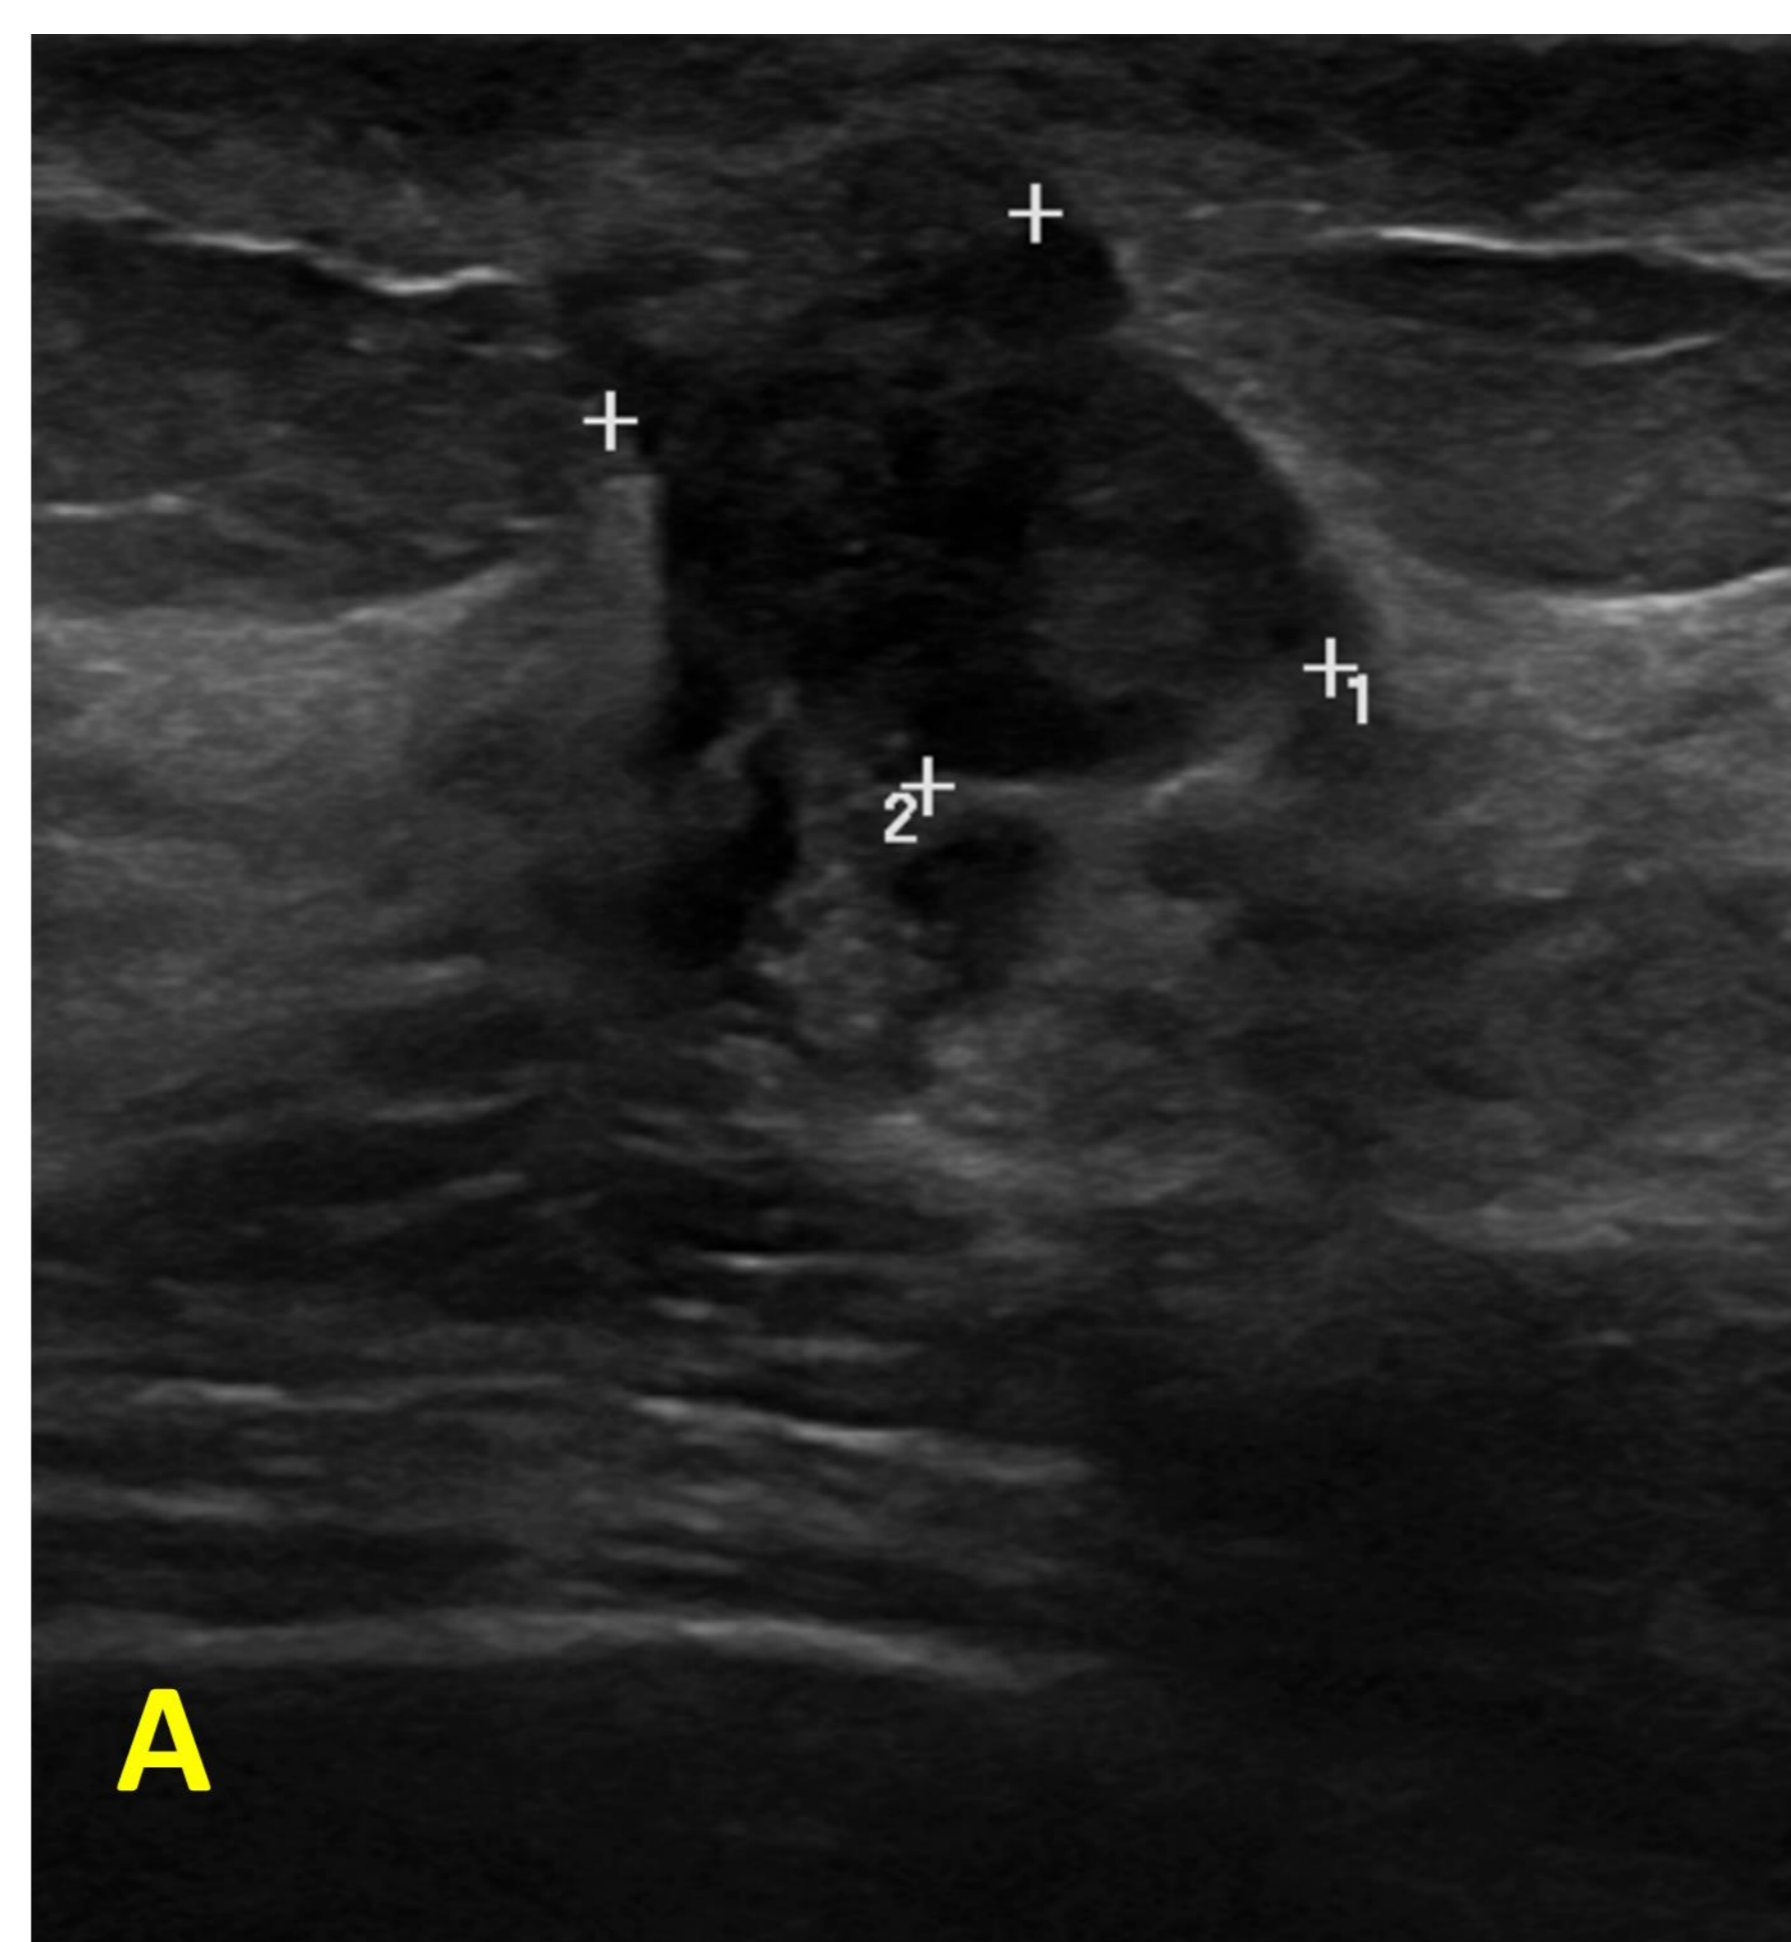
Se completa el estudio con ecografía mamaria para valoración de la lesión palpable.
